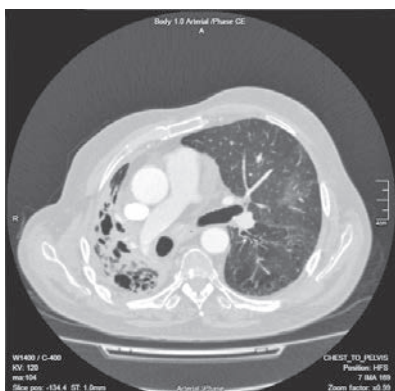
Аксіальний зріз контрольної КТ ОГК пацієнта К. через 2 місяці від початку захворювання на COVID-пневмонію
